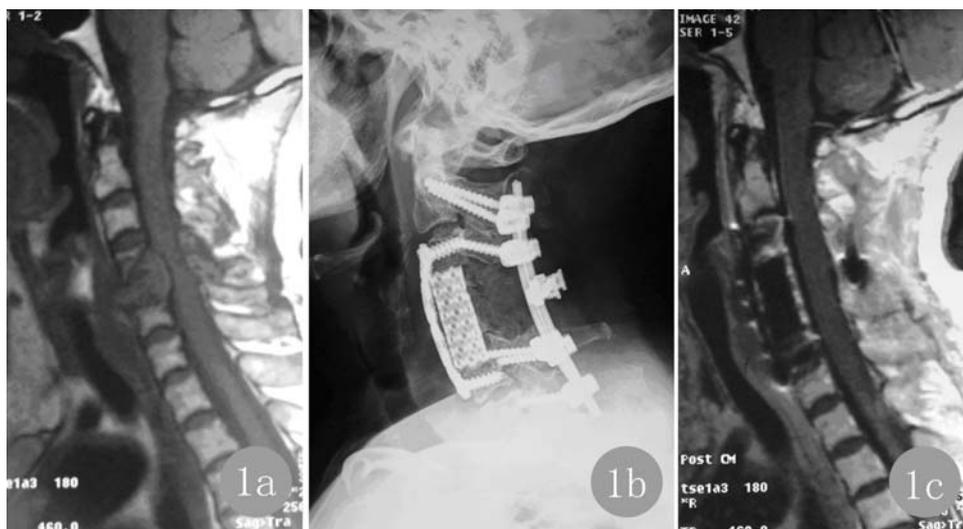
a MRI 图像 C_{4,5} 椎体及附件破坏 b,c 术后 X 线片及 MRI 图像, 肿瘤病灶清除, 重建稳定性, 恢复椎间高度弧度
